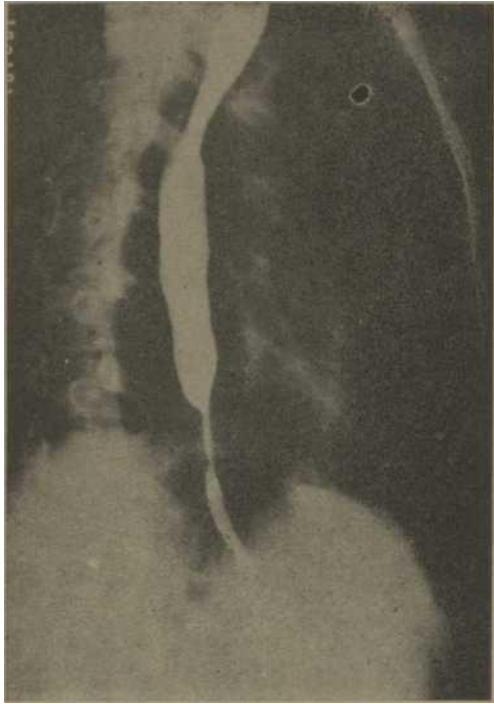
Radiografía de esófago que muestra la estenosis de 4 mm. en el tercio inferior de éste.
